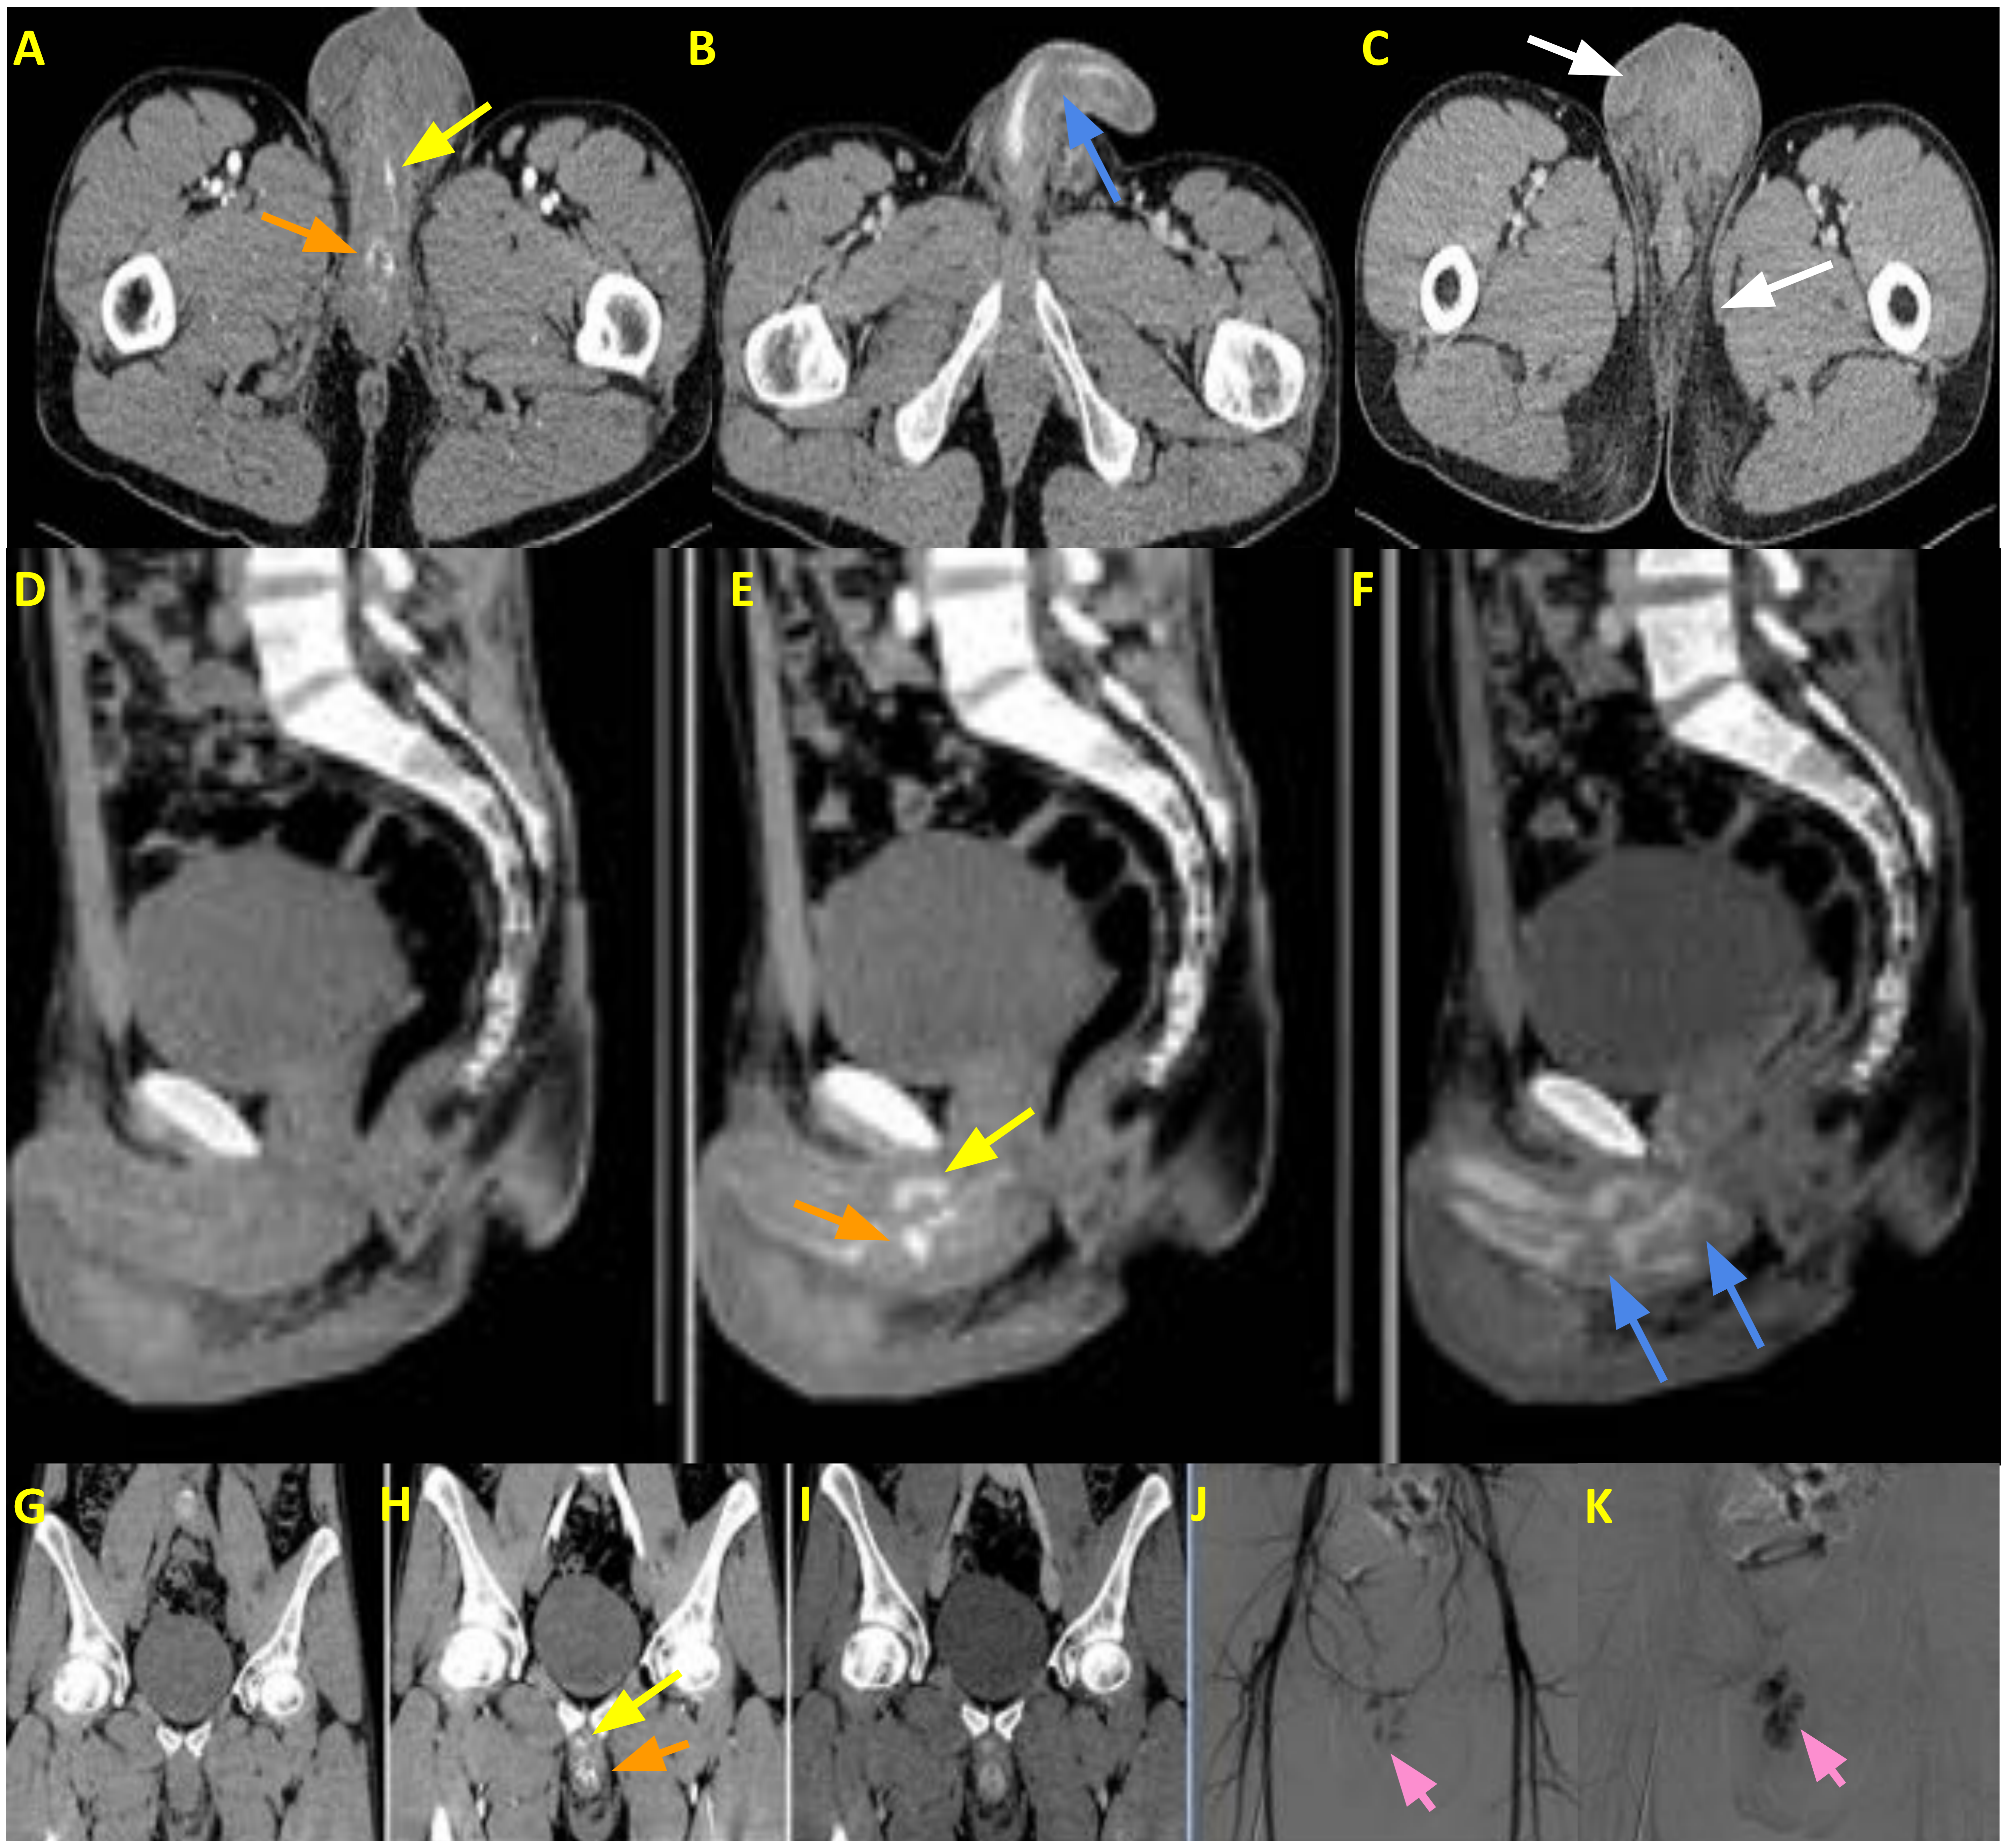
Traumatismo peneano con formación de fístula arteriovenosa. TC multifásico con fase simple (A,D,G), arterial (B, E,H) y venosa (C, F, I) en planos axial, sagital y coronal. Arteriografía diagnóstica (J,K). Paciente de 31 años que acude a urgencias con sangrado uretral tras traumatismo con bicicleta. En la fase arterial del TC multifásico objetivamos extravasación de contraste en bulbo peneano y extravasación de contraste precoz a nivel del cuerpo cavernoso izquierdo (flecha amarilla) y cuerpo esponjoso (flecha naranja). En la fase venosa hay una falta de opacificación de la parte distal del cuerpo cavernoso izquierdo (flecha azul). La arteriografía selectiva de la arteria pudenda interna confirmó múltiples focos de fístulas intracavernosas e intraespongiosas (flecha rosa). Cambios inflamatorios en región perineal y ambas bolsas escrotales (flechas blancas).
